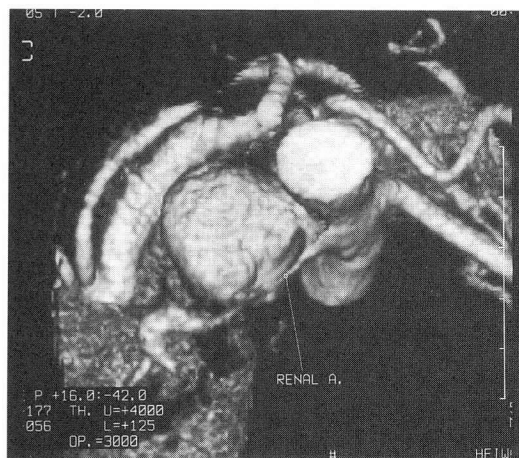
a 腹部大動脈瘤外観ヘリカルCT三次元画像
